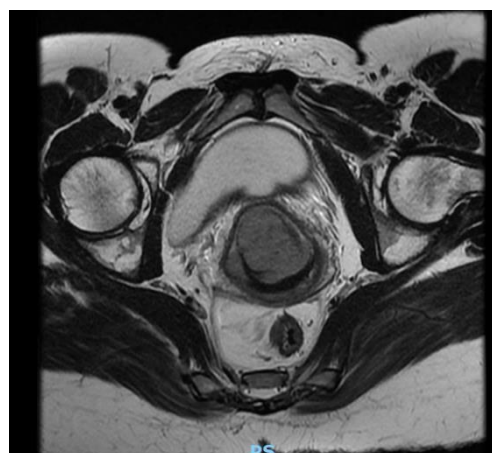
RM corte axial (T2).
